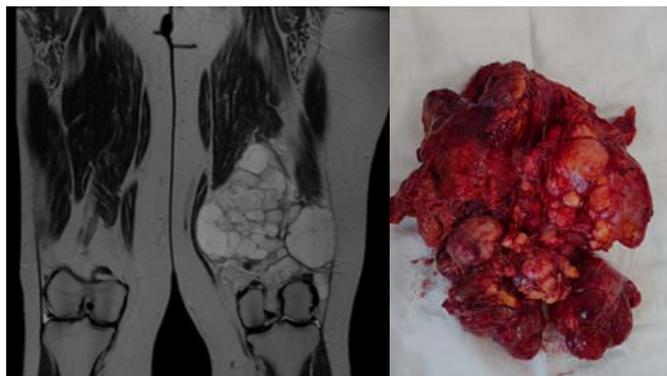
А - МРТ нижних конечностей до оперативного лечения.
